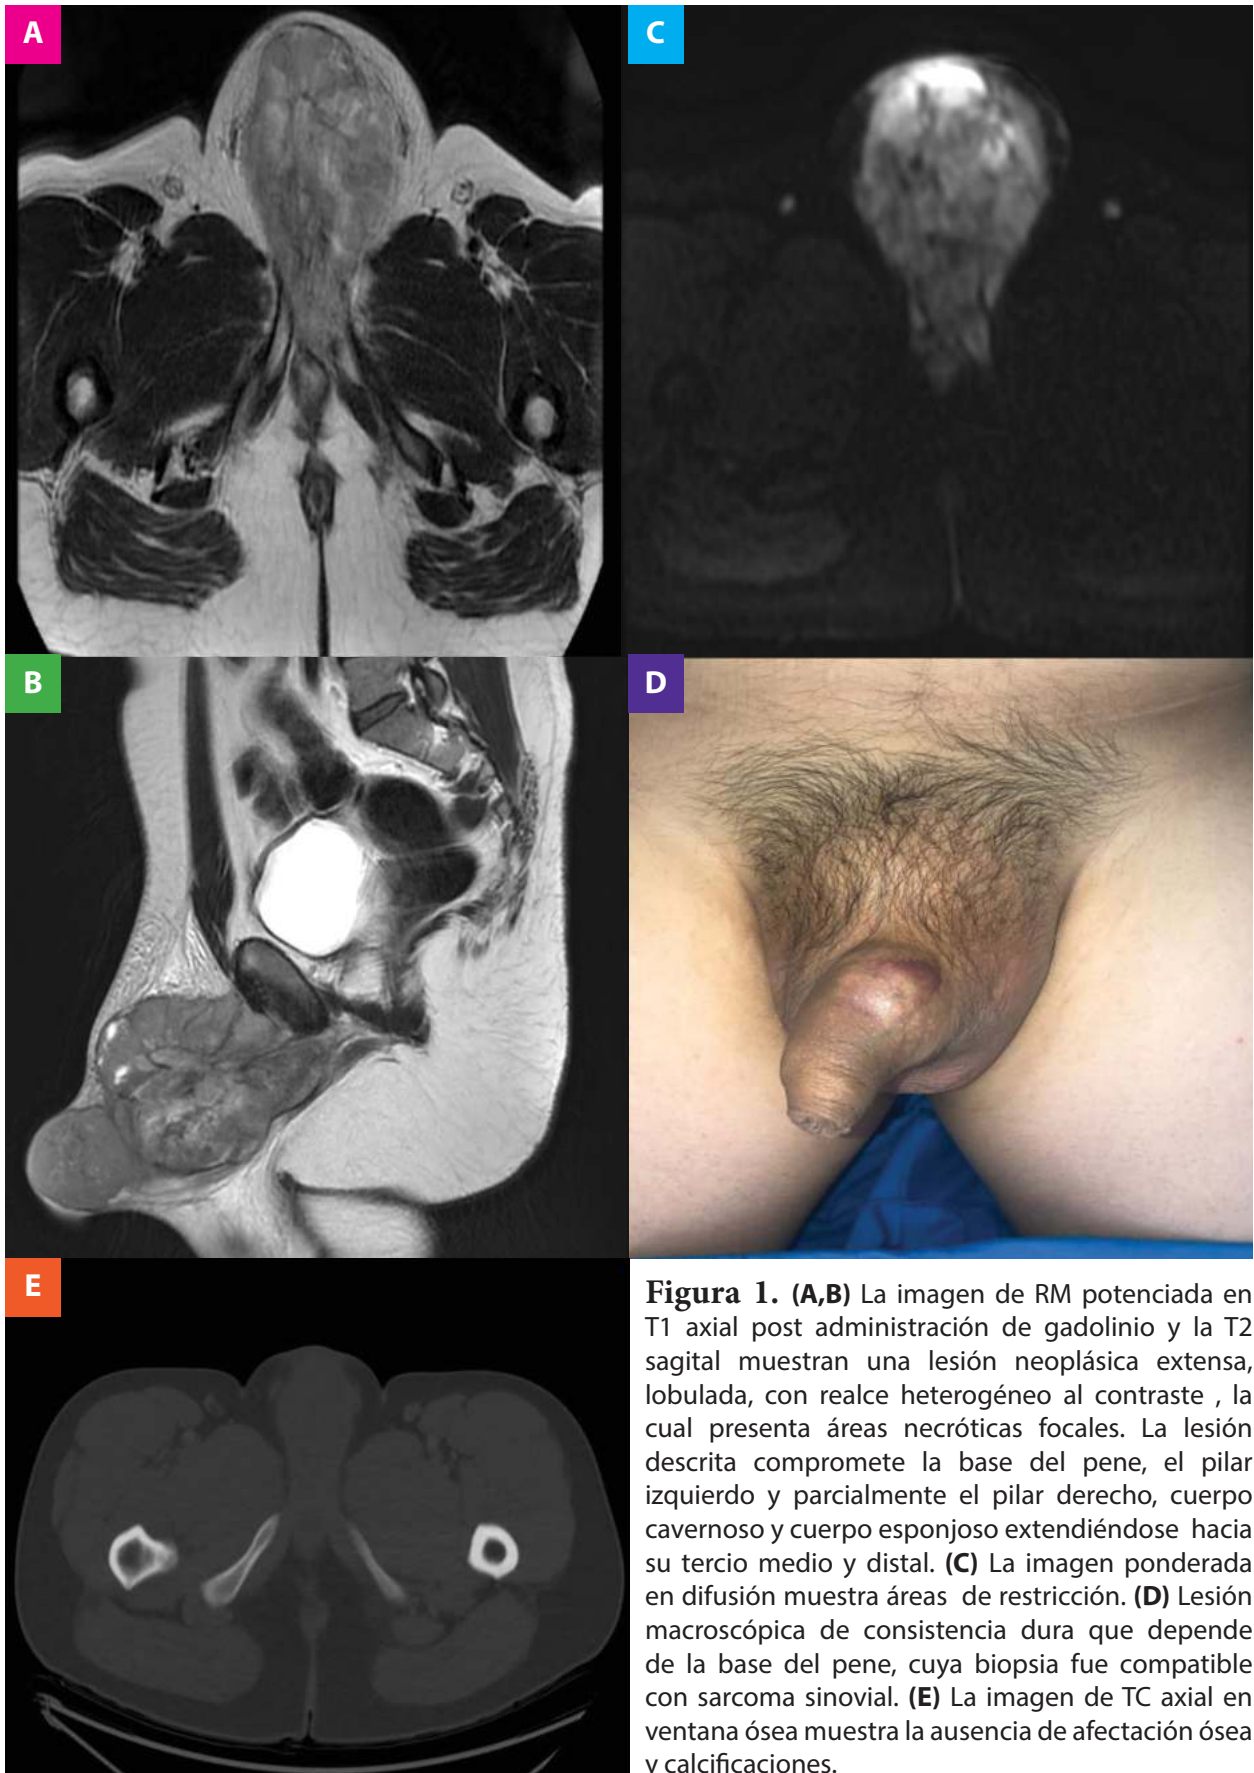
(A,B) La imagen de RM potenciada en T1 axial post administración de gadolinio y la T2 sagital muestran una lesión neoplásica extensa, lobulada, con realce heterogéneo al contraste, la cual presenta áreas necróticas focales. La lesión descrita compromete la base del pene, el pilar izquierdo y parcialmente el pilar derecho, cuerpo cavernoso y cuerpo esponjoso extendiéndose hacia su tercio medio y distal. (C) La imagen ponderada en difusión muestra áreas de restricción. (D) Lesión macroscópica de consistencia dura que depende de la base del pene, cuya biopsia fue compatible con sarcoma sinovial. (E) La imagen de TC axial en ventana ósea muestra la ausencia de afectación ósea y calcificaciones.
